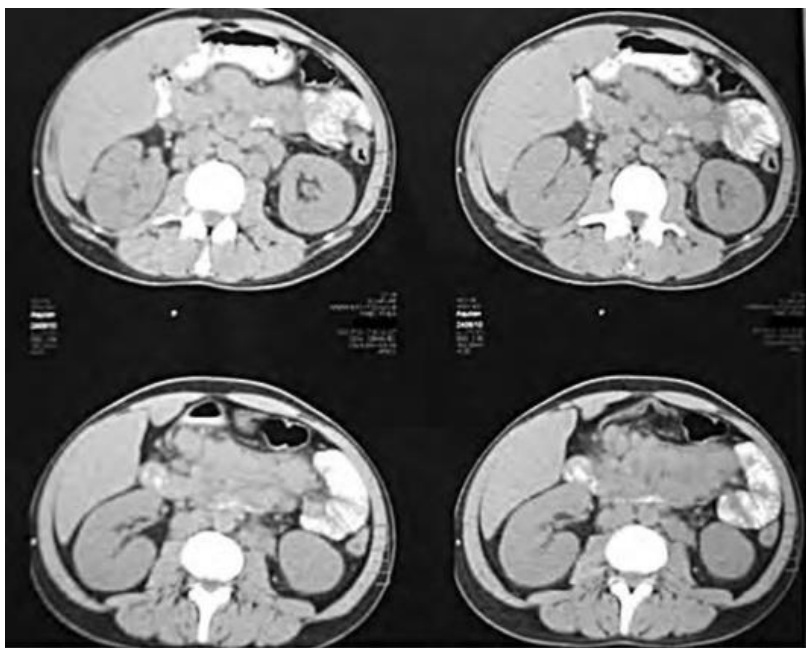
Компьютерная томограмма органов брюшной полости того же больного. Визуализируются пакеты увеличенных мезентериальных лимфатических узлов
